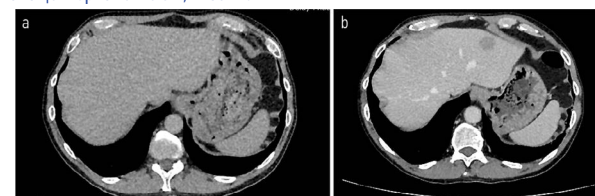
КТ органов брюшной полости от 02.11.2022 в сравнении с КТ от 11.01.2022. КТ-картина билобарного очагового поражения печени: в S2 – до 20×23 см, на границе S2/3 – до 13×15 см, в S6 – 8×11 мм.
